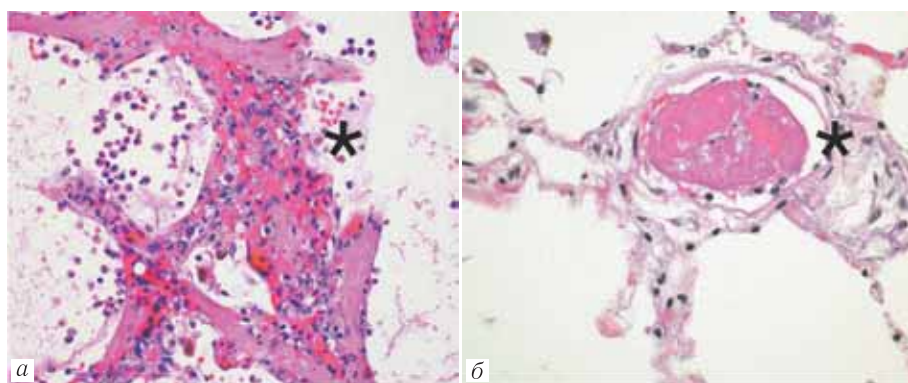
Острая пневмония COVID-19 характеризуется наличием нейтрофильных внеклеточных ловушек (*), которые расширяют альвеолярную стенку, тем самым увеличивая сопротивление легких и нарушая диффузию. Нейтрофильные внеклеточные ловушки представляют собой скопления нейтрофилов, ядерного детрита (а). Артериальные тромбы (*) у пациентов с легочными симптомами COVID-19 (б). Тромбы в капиллярных ложах альвеолярных стенок (а, б, окраска гематоксилином и эозином)
